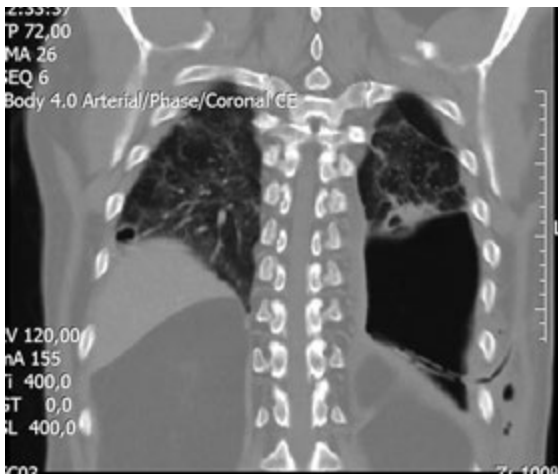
Пацієнт К., 65 років. СКТ ОГК через 1 міс після консервативного лікування
